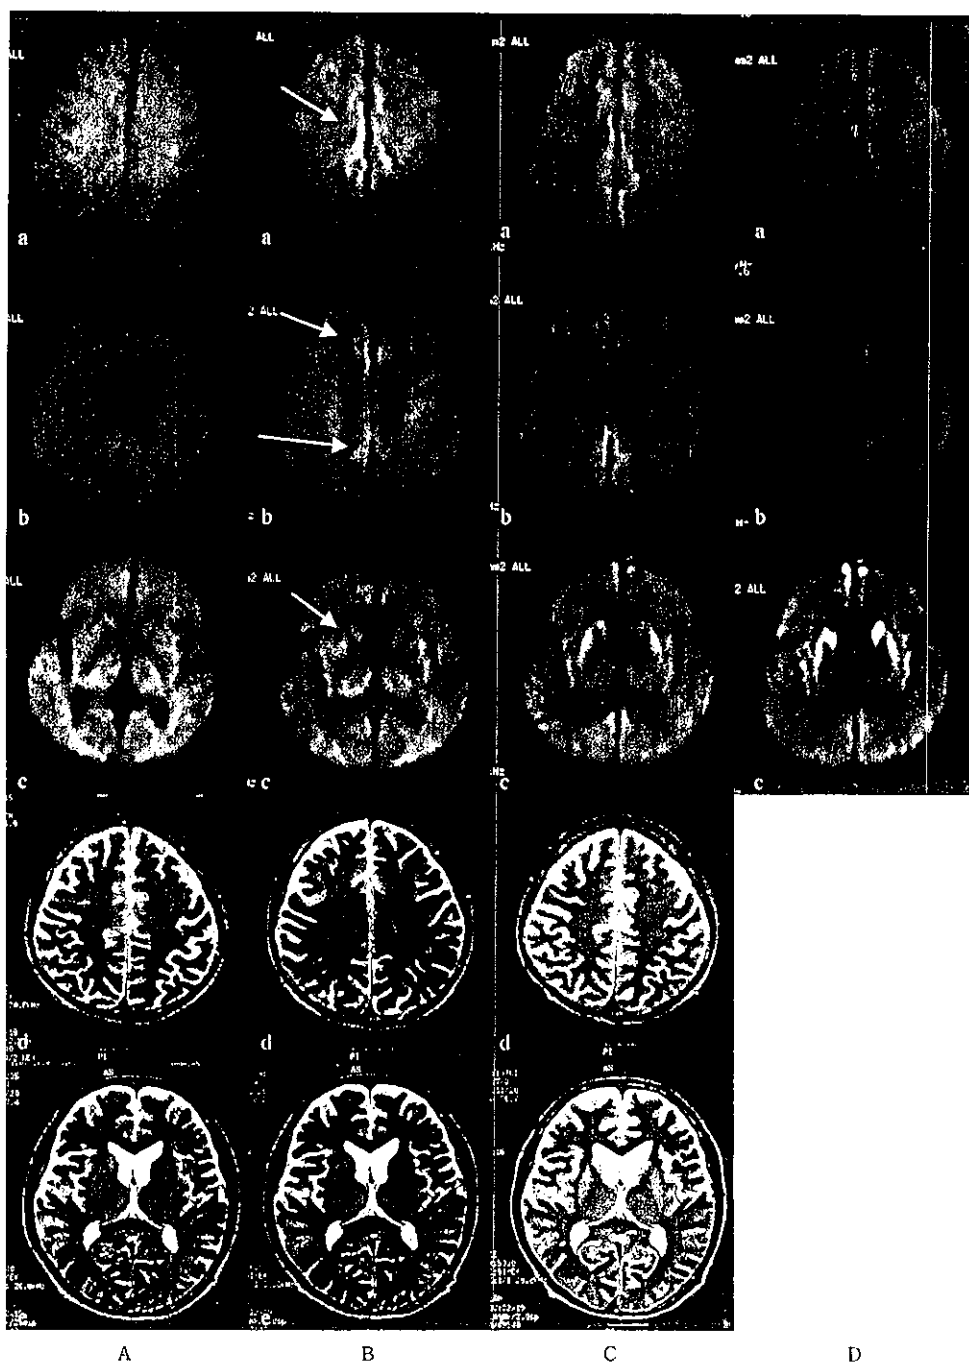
MRI performed on May 18, 1999 (14 days after the onset of symptoms) (A), on May 24 (B), on June 30 (C) and August 12 (D). DW images in a, b and c, and T2-weighted images in d and e. DWI disclosed no definite signal changes in the inner frontal and parietal cortex, and basal ganglia on May 18 (A), and high signal intensity in the cortex, and in the caudate nuclei and putamina on May 24 (B-a, b, c) (arrows). The signals in the caudate nuclei and putamina increased further on June 30 and Aug. 12. On the contrast, T2-weighted images disclosed high signal intensity in the caudate nuclei and putamina on May 24 and in the follow-up MRIs, but not in the cortex at all (B-d and C-d).
